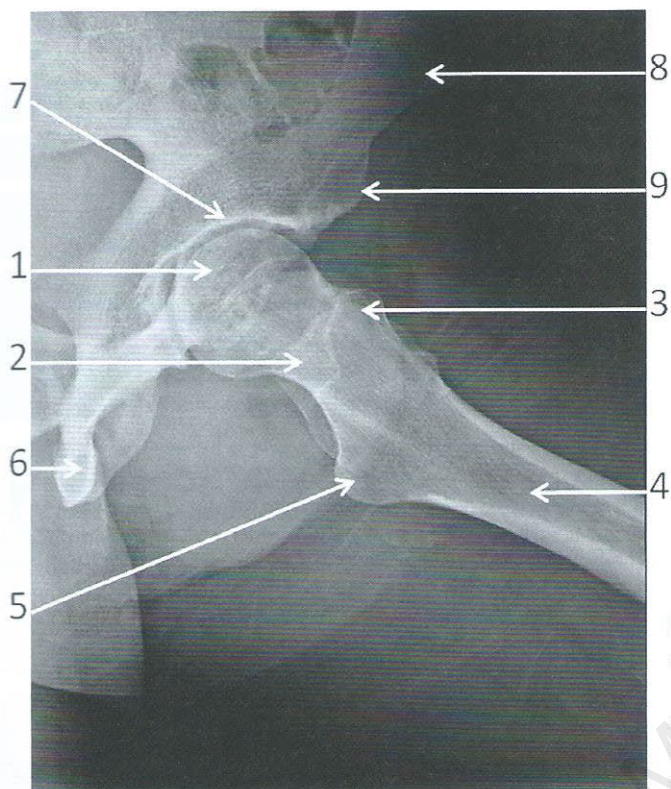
Radiographie de profil chirurgical de hanche gauche
